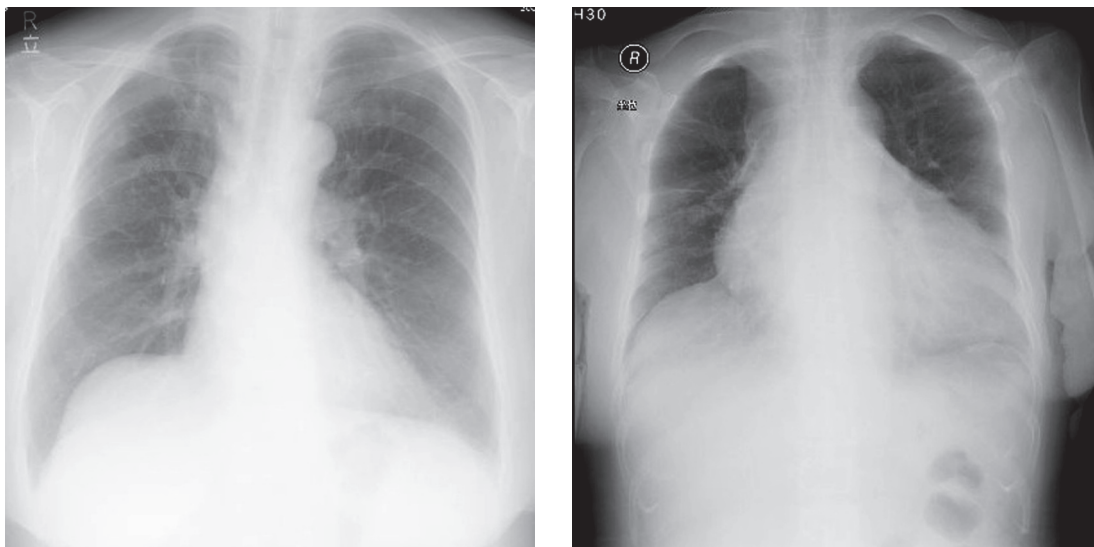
2009年7月(左)と2009年12月入院時(右)の胸部X線写真。
